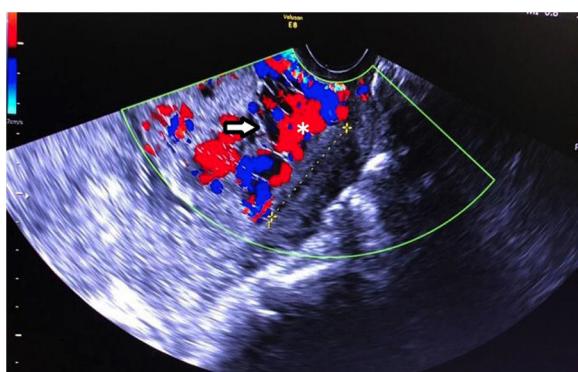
Ecografía transvaginal que demuestra placenta previa oclusiva total con la presencia de múltiples lagunas vasculares (flecha en blanco) y flujo aumentado al Doppler color.
